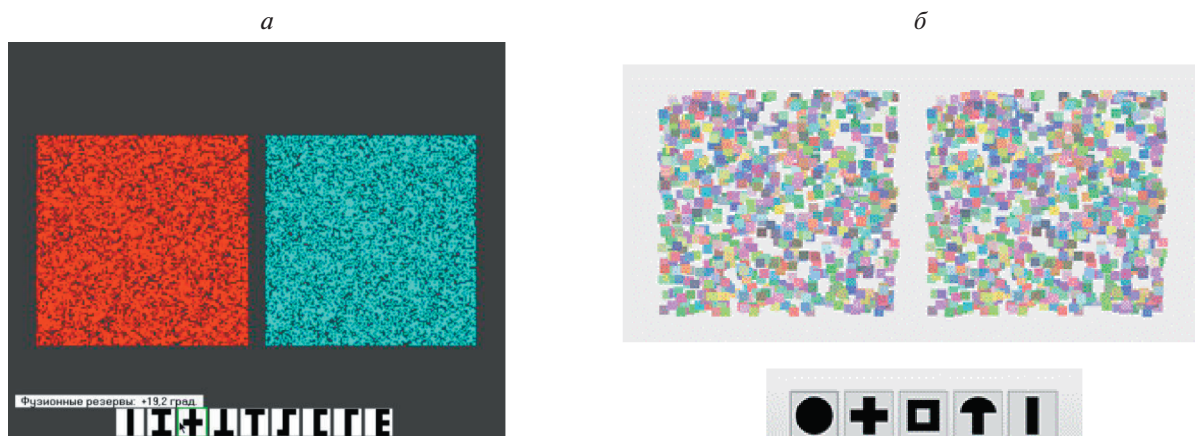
Случайно-точечные стереограммы и контрольные стереообъекты-метки, используемые в программах “Фурор” – а и “Фузия” – б. Контрольные объекты видны только при успешной фузии левого и правого изображений.
